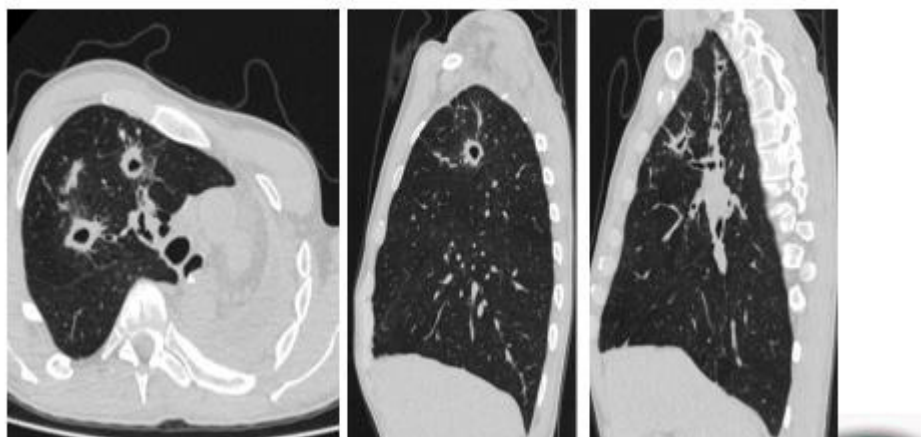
СКТ органов грудной клетки с признаками прогрессирования специфического процесса в правом легком
